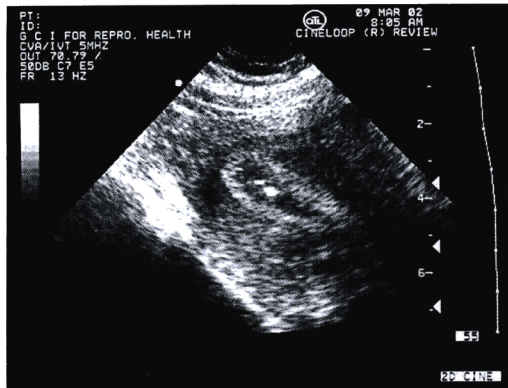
腹部二维超声胚胎移植图像。在宫腔中央近宫底部可见移植导管的末端声影。其远侧处可见“气泡”样胚胎。
